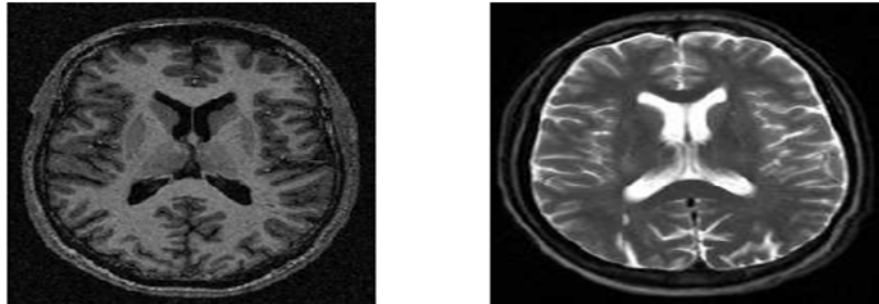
Images acquises par IRM: (a) pondération T₁, (b) pondération T₂ [25]
